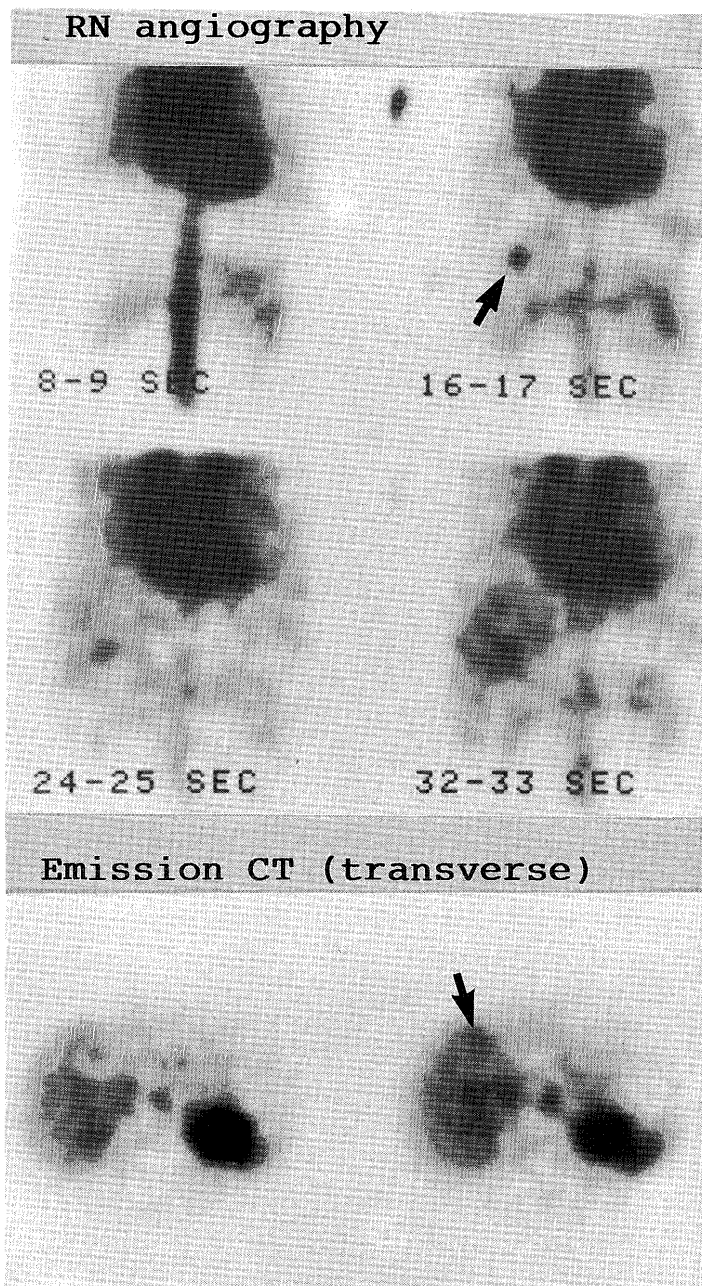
Radionuclide angiography demonstrated marked accumulation of Tc-99 m-red blood cells (arrow). The emission CT in the delayed phase showed faint accumulation of the Tc-99 m-RBC.
